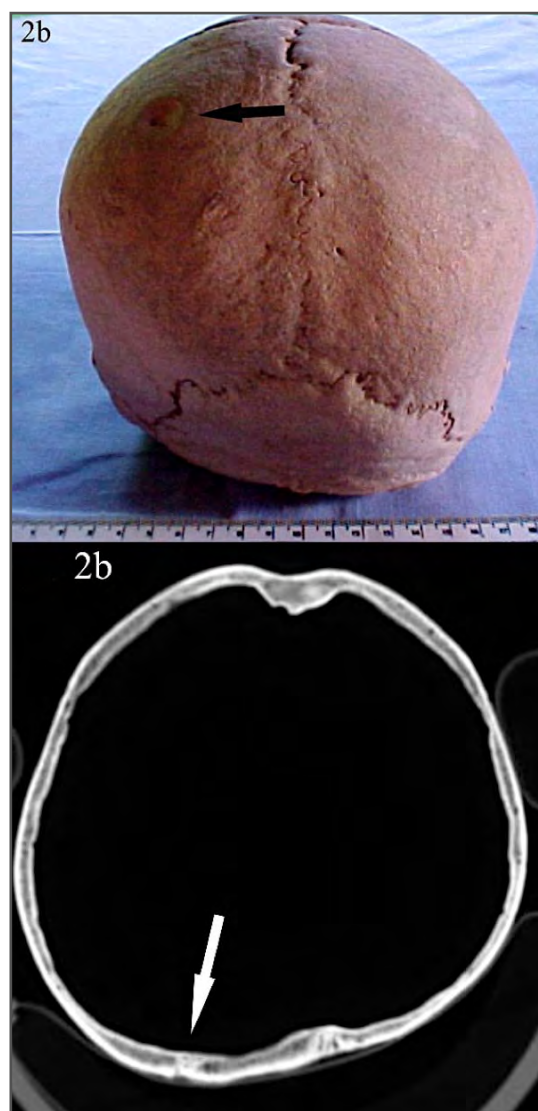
(3): Fotografía y TAC del cráneo trofeo
